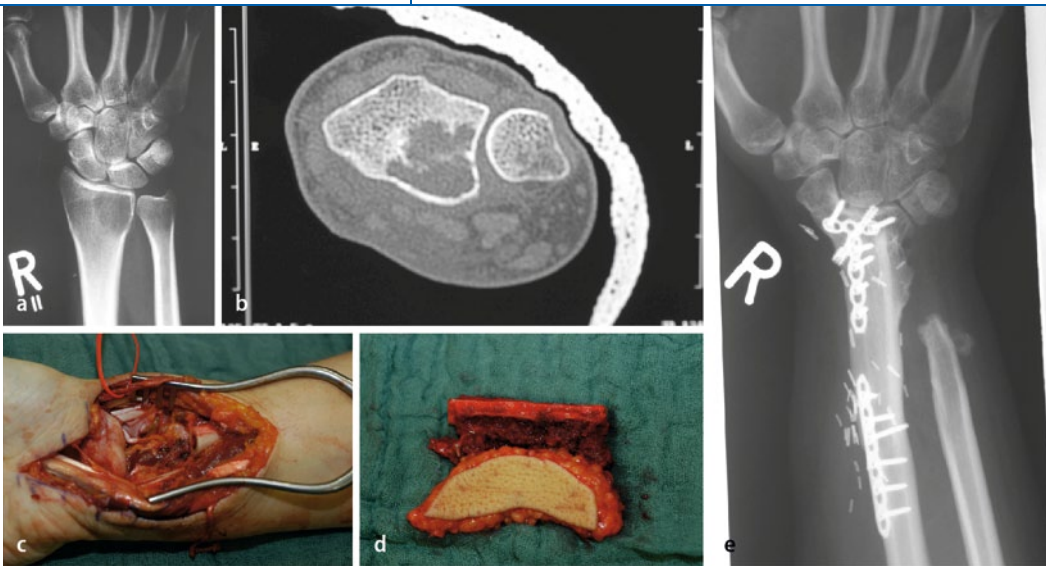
◀ Freies Fibula-Diaphysen-Transplantat. a Röntgenaufnahme einer 22-jährigen Patientin mit Riesenzelltumor des distalen Radius und Einbruch in das distale Radioulnargelenk (DRUG). b Computertomogramm des DRUG. c Intraoperativer Situs nach onkologischer Tumorresektion des Radius einschließlich DRUG. d Gehobene osteokutane freie Fibula für eine radioscapholunäre Arthrodesese. e Röntgenaufnahme 5 Jahre postoperativ mit knöchernem Durchbau
